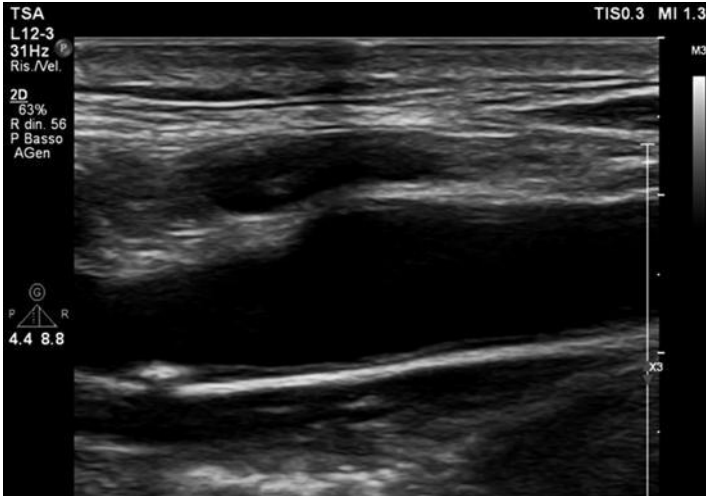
Carotid ultrasound
